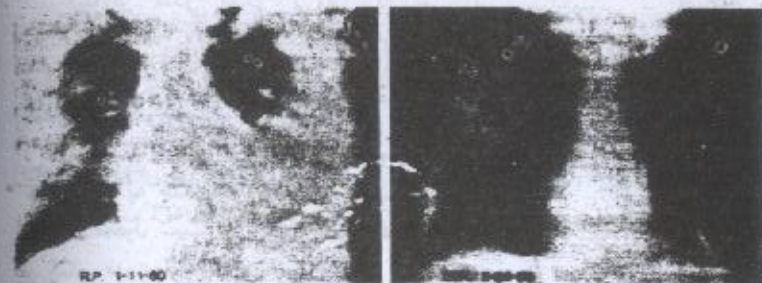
Chest roentgenogram showing rapidly advancing infiltrates caused by Aspergillus fumigates in a patient with acute leukemia. A. Bilateral nodular densities on day 4 of fever. B. Two weeks later. Note large cavity in the confluent infiltrate.
